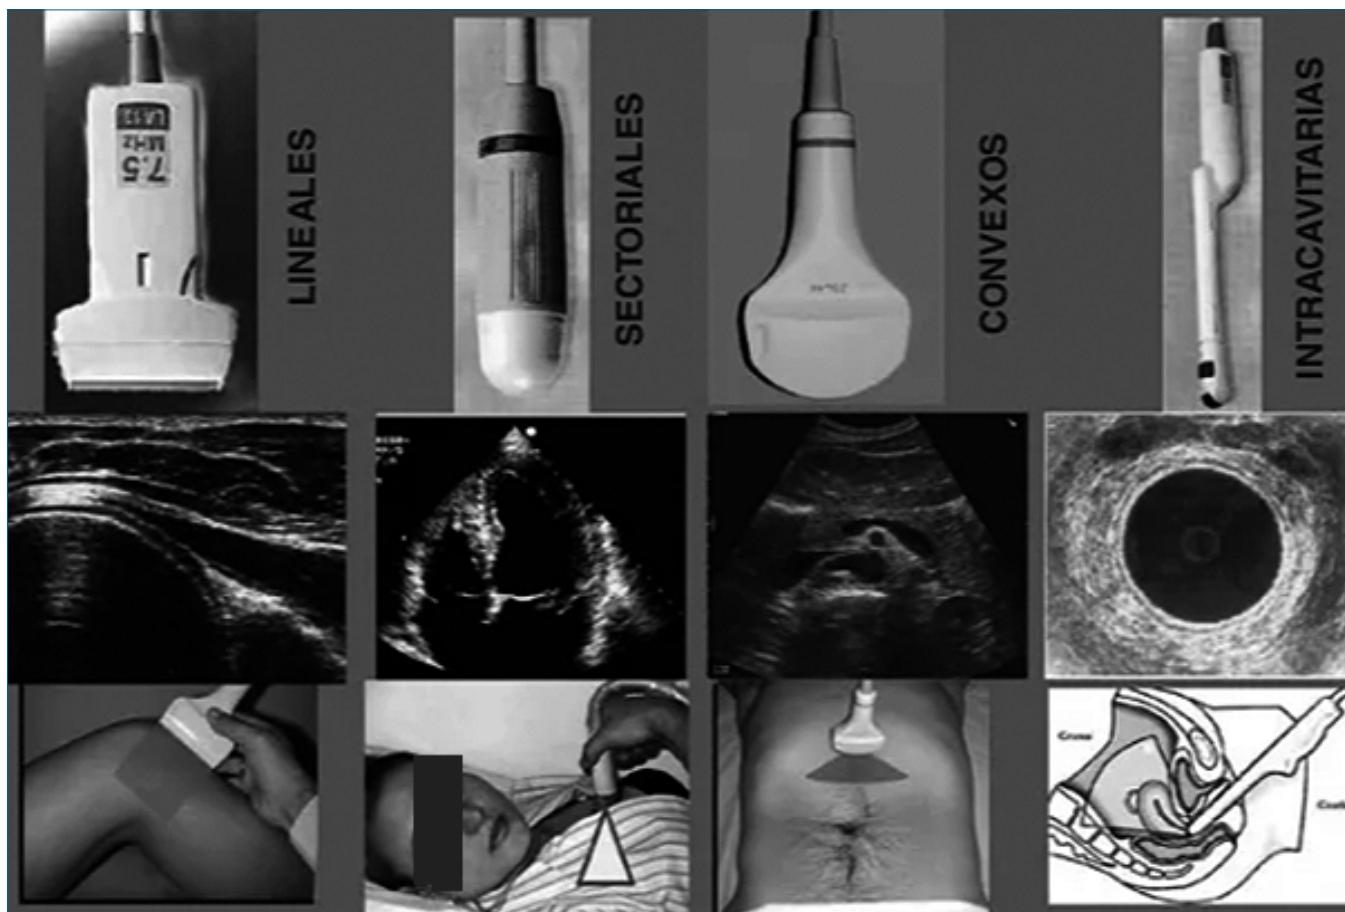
Transductores usados en ultrasonografía para la exploración corporal[1].
